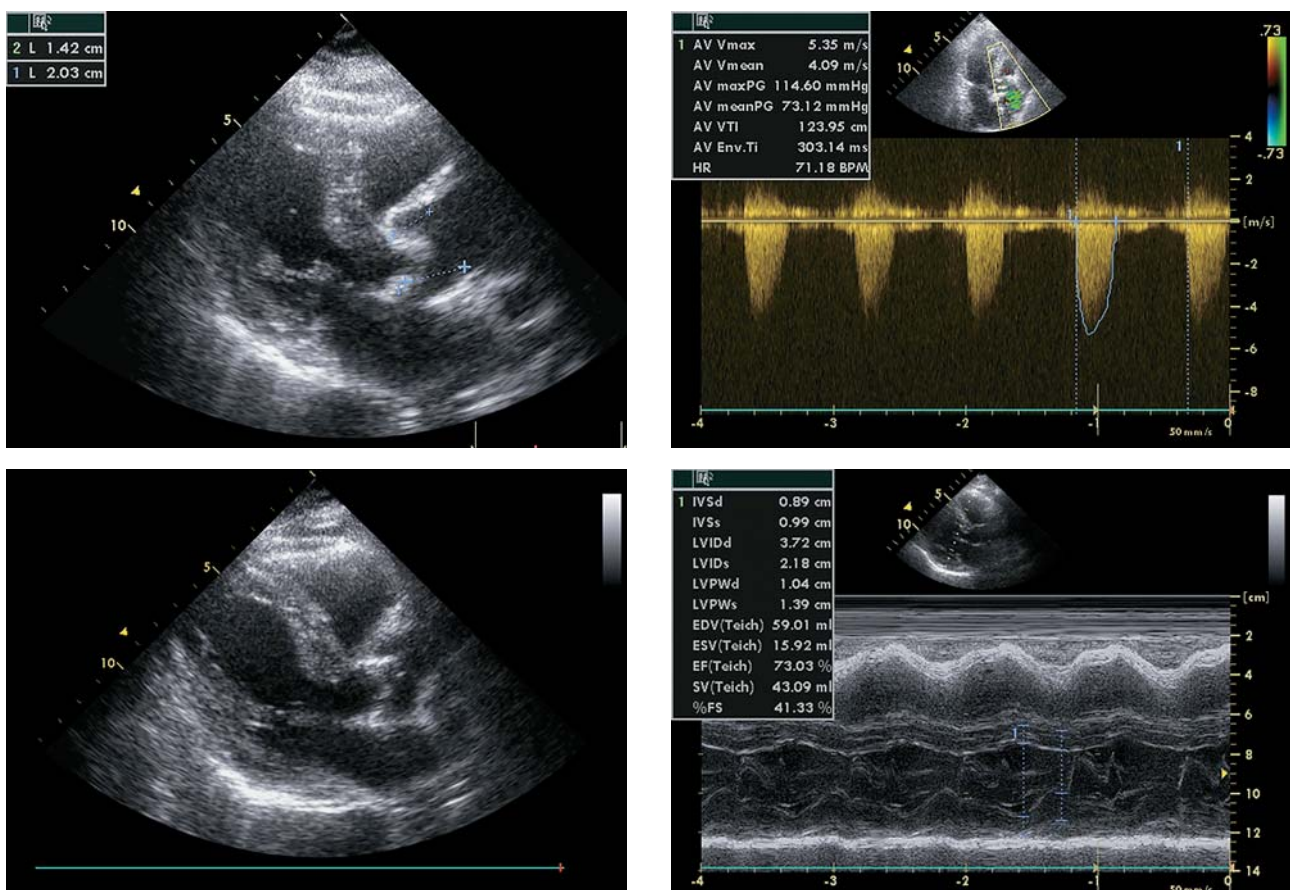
Echocardiography data of patient V.
